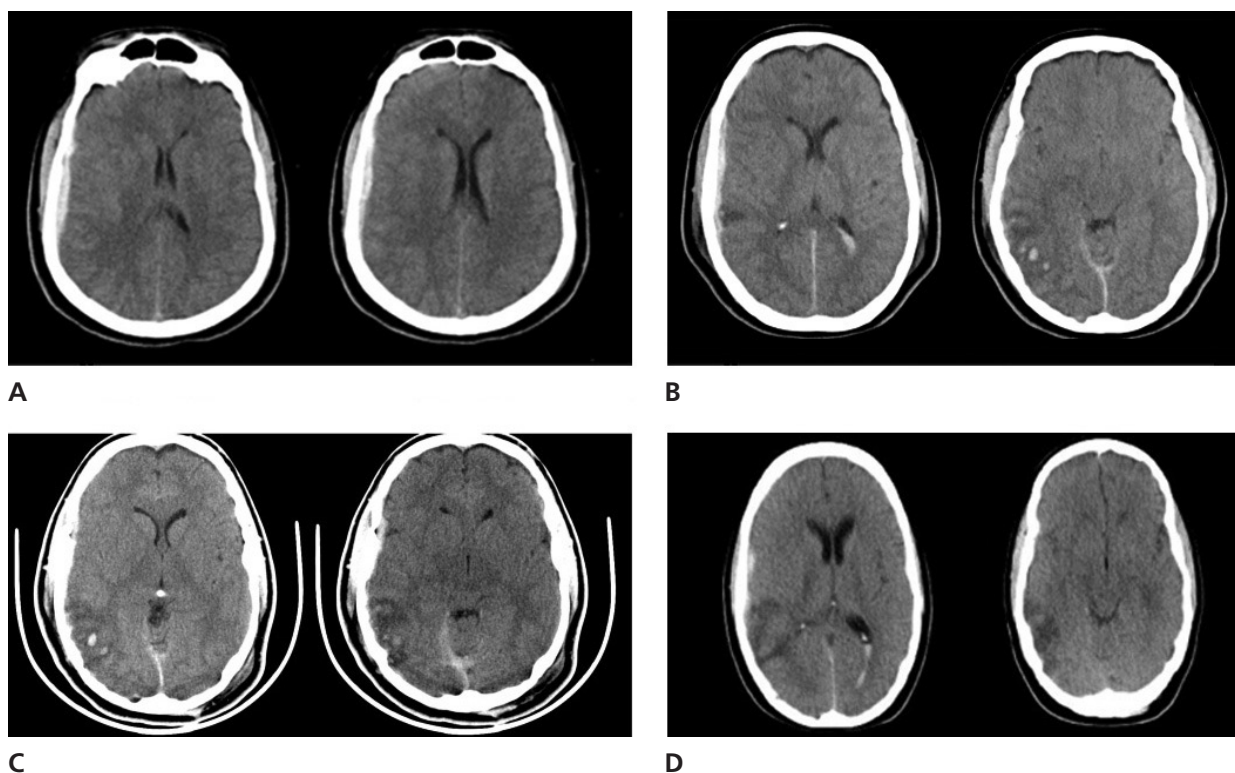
Evolución de la tomografía computarizada de cerebro desde el ingreso. A. Hematoma subdural laminar de 5,7 mm en convexidad frontoparietal derecha. Desviación de línea media de 4,3 mm. Pequeño hematoma subdural en tentorio. Focos contusos hemorrágicos temporo-occipitales derechos. Trazo lineal de fractura frontal derecha. B. A las 24 horas, hematoma subdural previo de 4,3 mm. Aumento del edema a nivel occipital derecho. Línea media 2,7 mm. Sangrado en atrio ventricular. C. Día 5: Borramiento de surcos y cisternas. Hematoma subdural de igual tamaño. Línea media alineada. Focos contusos occipitales derechos. D. Día 10: persistencia del hematoma subdural frontoparietal derecho. Lesiones hipodensas temporo-parieto-occipitales derechas que ocasionan desviación de la línea media en 3,4 mm. Sangrado ventricular.
